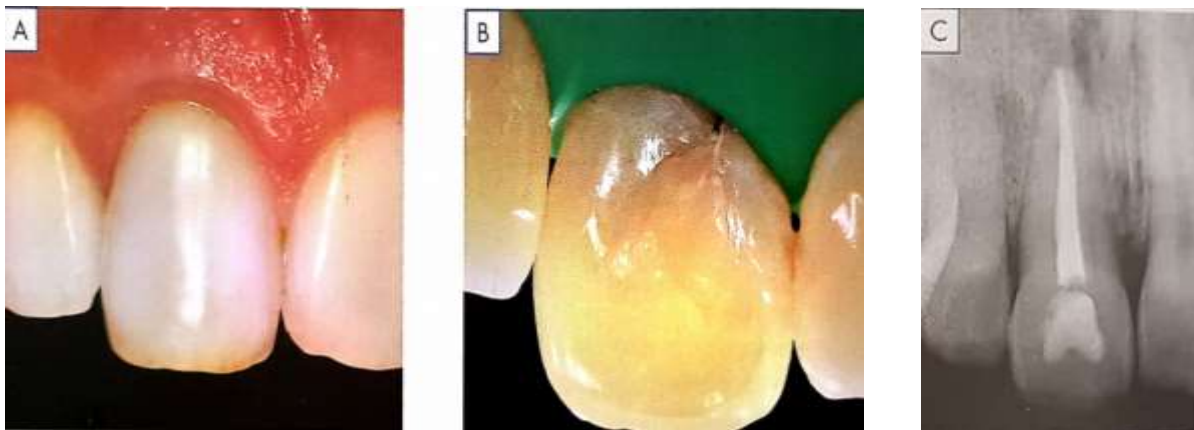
A. Vista aproximada do dente desvitalizado escurecido. B. Vista palatina do dente em questão. C. Radiografia periapical demonstrando a qualidade do tratamento endodôntico. (BARATIERI, et al - 2017).
